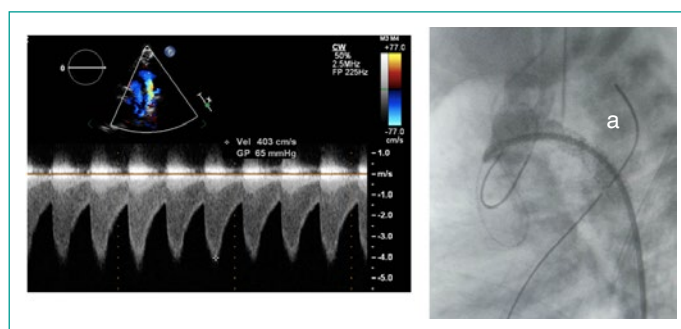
Imagen ecocardiográfica corte supraesternal. Se observa re-coartación aórtica con imagen en 2D y Doppler continuo, patrón obstructivo. Junto a una angiografía con zona de re-coartación y stent colocado (a).
